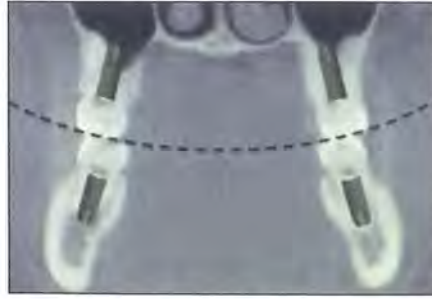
Imagem por tomografia computadorizada de um indivíduo saudável com dentição intacta. Os dentes naturais posteriores estão alinhados de tal forma que as forças oclusais são axiais. Observe a curva de Wilson. Os implantes deveriam ser alinhados para que as forças aplicadas fossem axiais.
